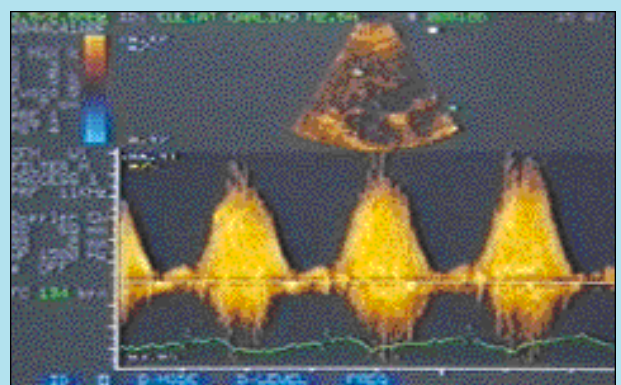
Immagine del flusso turbolento ad alta velocità che attraversa l'area stenotica, ottenuto con il Doppler continuo in proiezione parasternale sinistra asse corto modificata.
